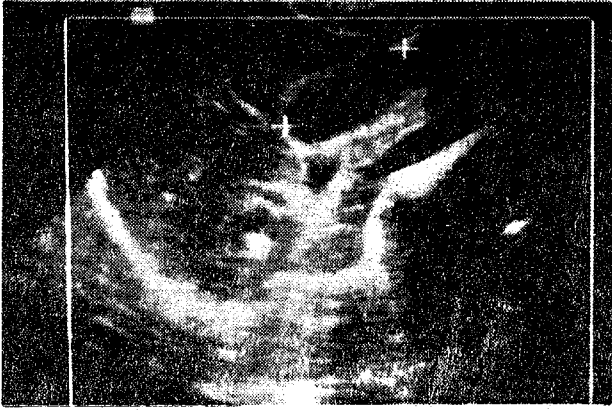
Ultrasonido de vesícula normal
